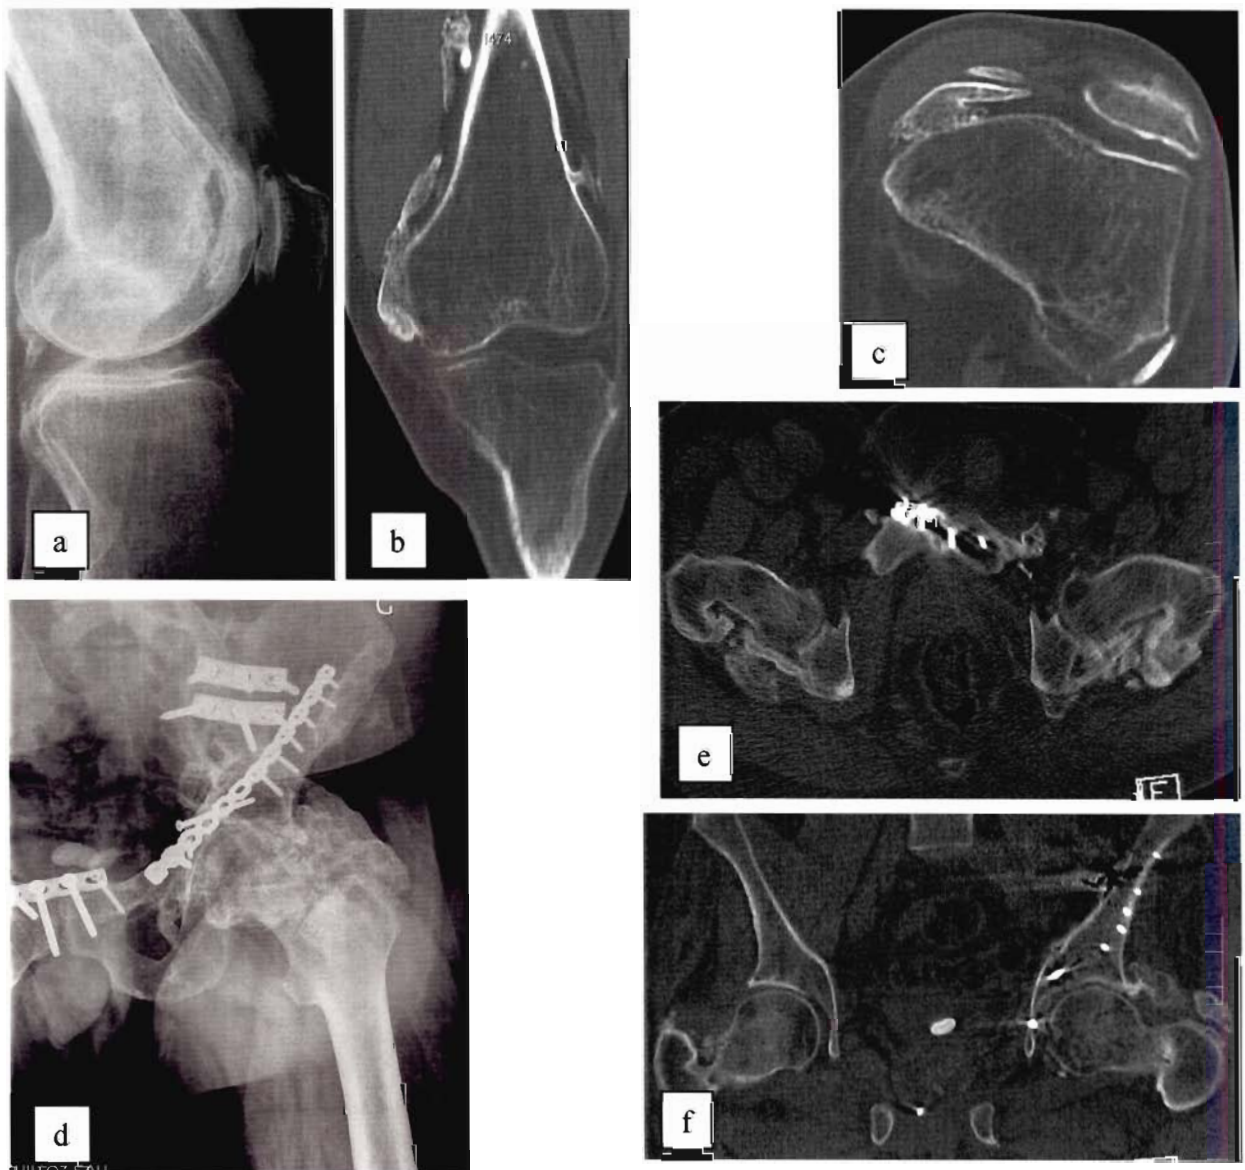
(cas 20): radiographie du genou gauche de profil (a), scanner avec reformation frontale (b) et coupe axiale (c) ; radiographie de la hanche gauche de face (d) et scanner en coupe axiale (e) et reformation frontale (f) en filtre dur.
